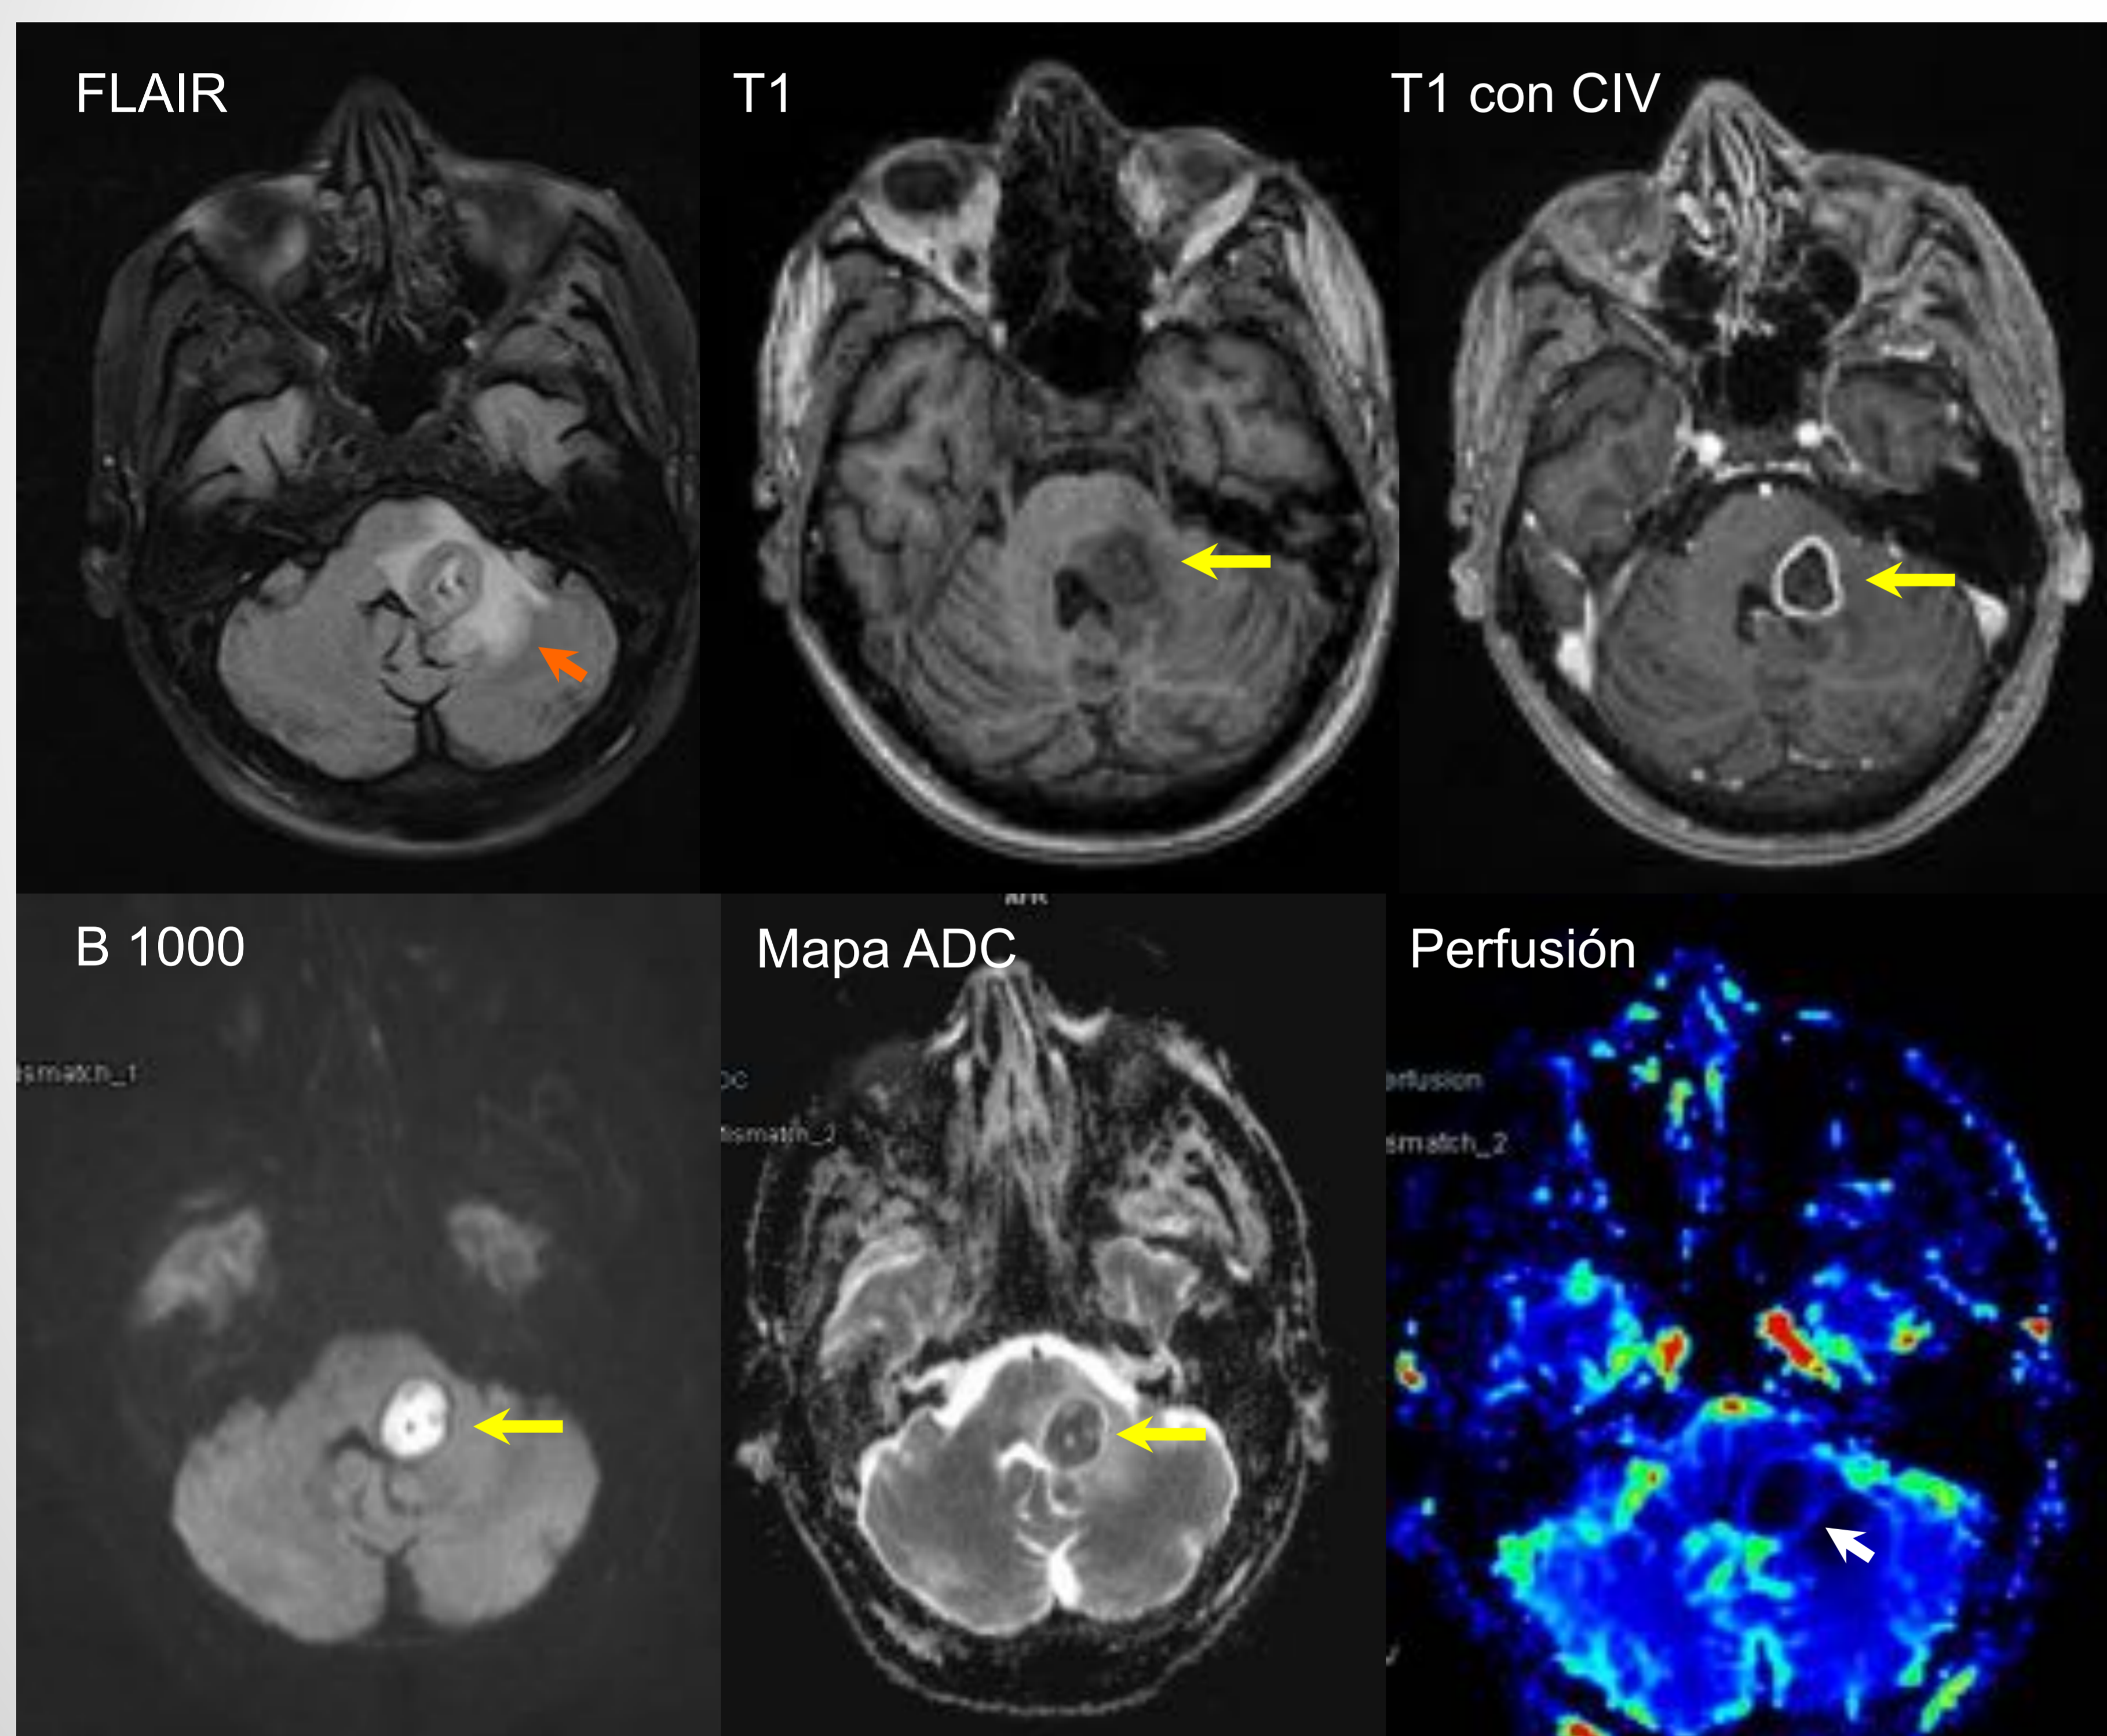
Imágenes axiales de RM en un paciente de 34 años VIH positivo con neumonía abscesificada y absceso en fosa posterior (flecha amarilla).
